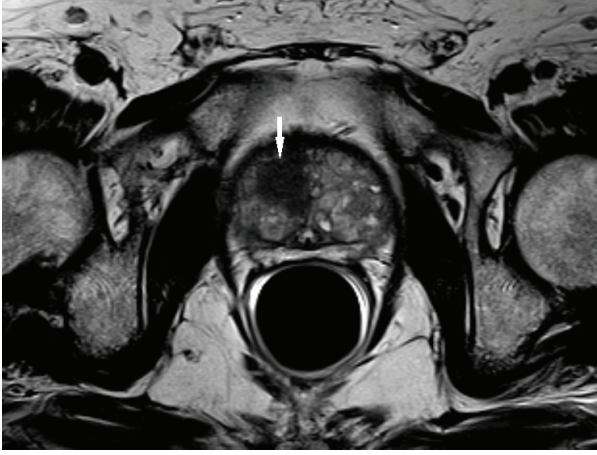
Prostat MRG, transvers plan. T2 ağırlıklı kesitlerde zonal ayırım net olarak yapılabilmektedir.
